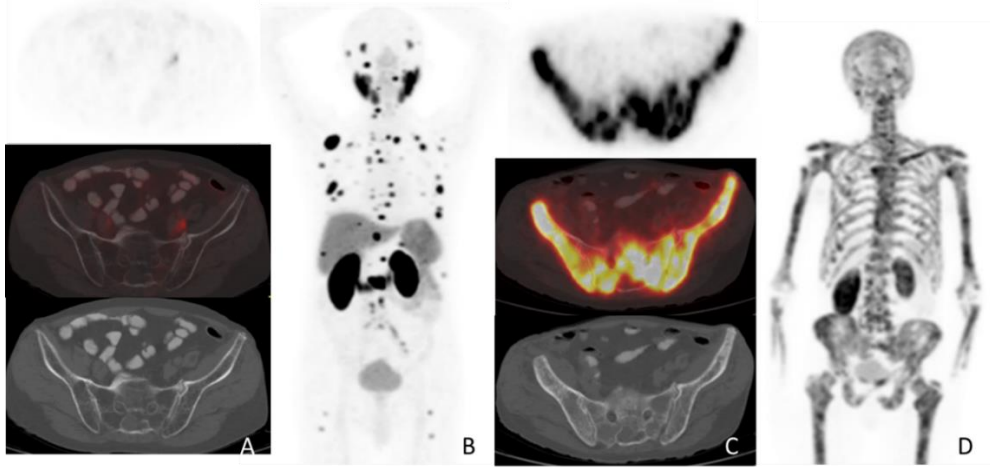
63 yaşında hastaya 2 siklus  $^{177}\text{Lu}$ -PSMA tedavisi sonrasında çekilen ara değerlendirme amaçlı  $^{68}\text{Ga}$ -PSMA PET/BT'de (C, D), tedavi öncesi PET/BT ile kıyasla (A,B) karaciğer sol lobunda yoğun  $^{68}\text{Ga}$ -PSMA tutulumu gösteren (SUVmaks: 12) yaygın progresyon izlenmiştir. Hastanın laboratuvar parametrelerinin takibinde GGT'de (tedavi öncesi 10 U/L iken takipte 156 U/L), LDH'da (193 U/L iken takipte 299 U/L) belirgin artış izlenmiştir. Takip boyunca albümin, AST ve ALT değerleri stabil ve normal sınırlar içerisinde seyretmiştir. PSA takibinde ise PSA'da ilk bir ayda PSA'da minimal düşüş izlenmiş (tedavi öncesinde 173 ng/ml, tedavi sonrası birinci ay 146 ng/ml), ancak sonrasında hızla PSA artışı saptanmıştır (üçüncü ayda 980 ng/ml).
